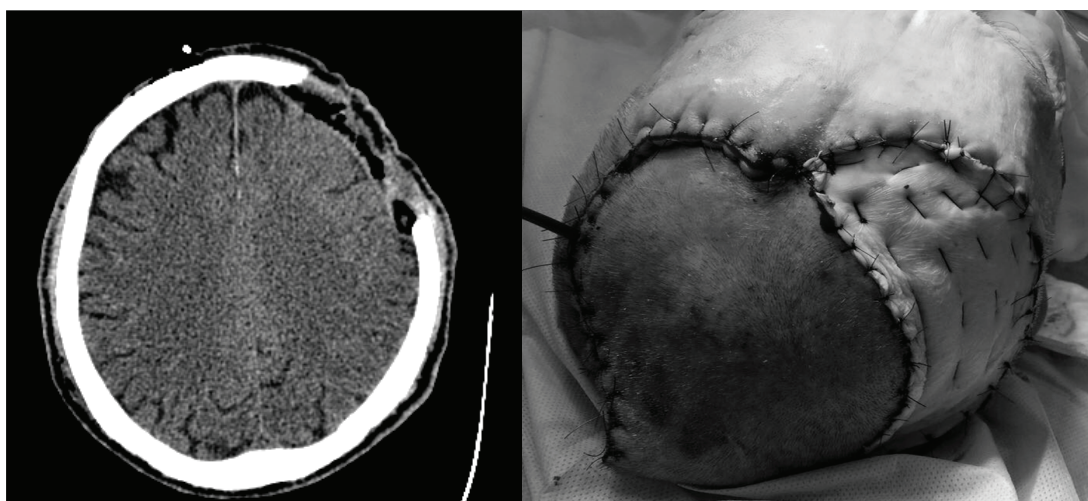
МРТ-снимок и фотография (состояние после операции).
